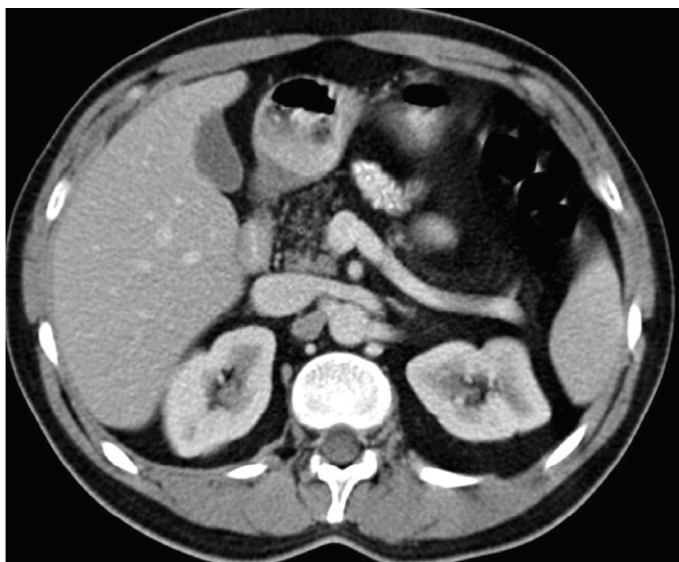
Більша вираженість на КТ дифузної ЖДПЗ у хвості та тілі залози порівняно з голівкою
